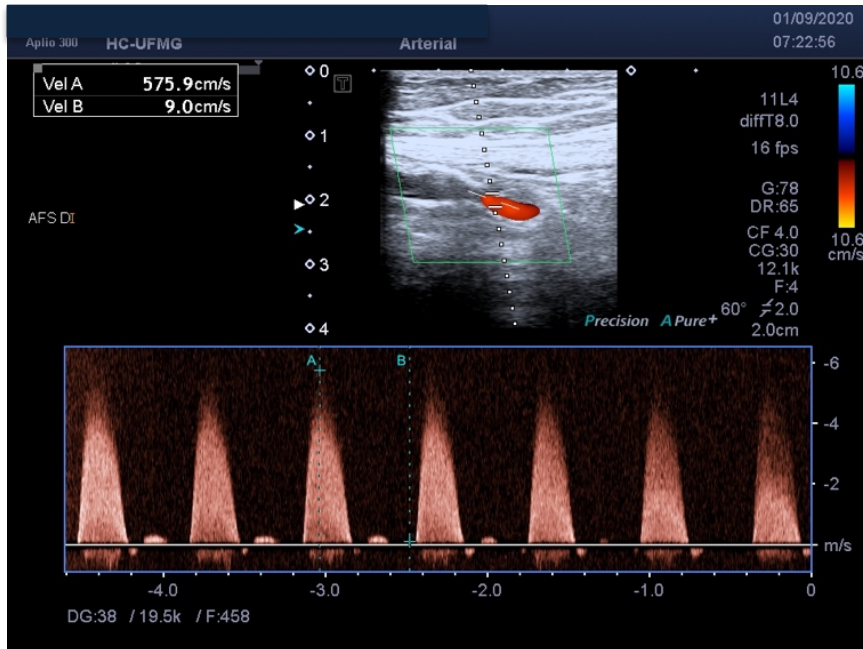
Ultrassonografia vascular com Doppler mostrando estenose grave em artéria poplíteia. A. Aumentos das velocidades, VPS 575,9 cm/s. B. Imagem de *aliasing* (setas).
